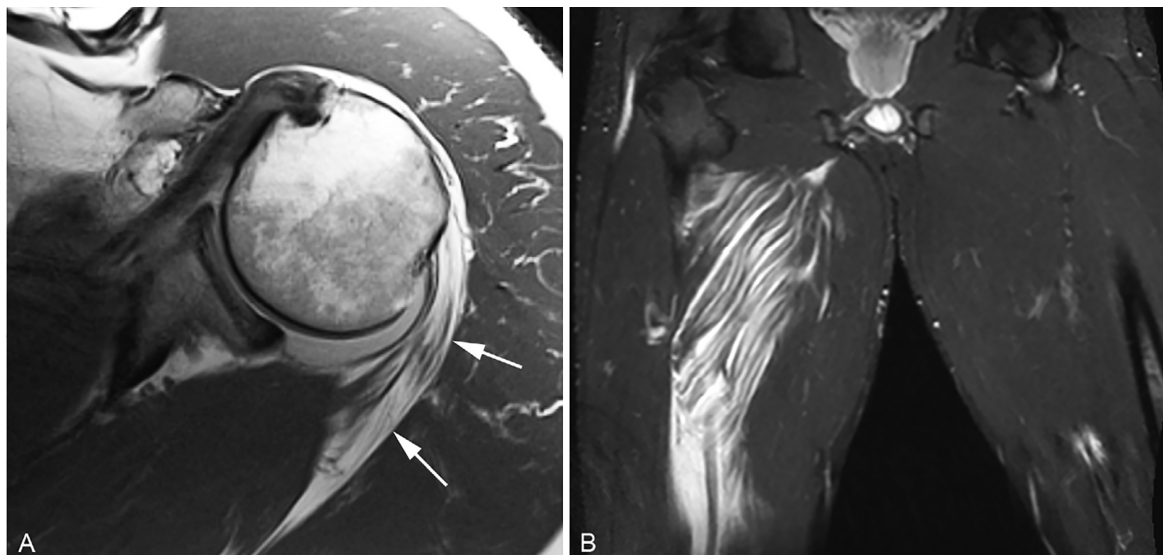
Muscle. A, Axial T1-weighted image from an MR arthrogram of the left shoulder. There is prominent fatty atrophy of the teres minor muscle (arrows). Note the normal high-signal-intensity fat striations (“marbling”) of the overlying deltoid muscle, typical of skeletal muscle. B, Coronal STIR image of the thighs demonstrates extensive fluid/hemorrhage in the right hamstring muscles in this college football player who sustained an injury while running.
